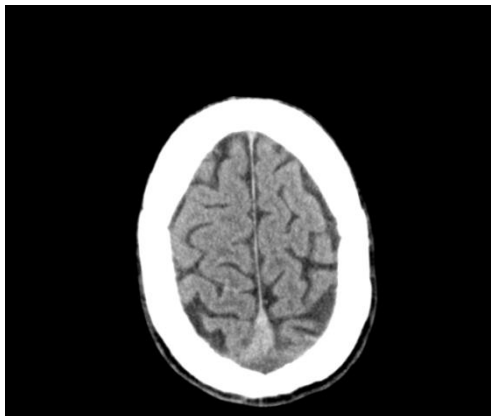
Tomografia komputerowa głowy pacjenta z dnia 21-10-2013*
